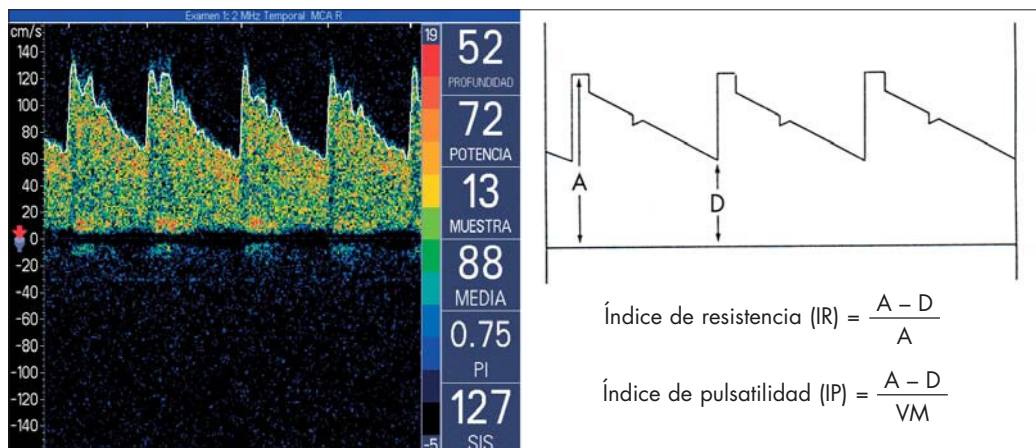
Sonograma de la arteria cerebral media obtenida a través de la ventana transtemporal. A: velocidad sistólica; D: velocidad diastólica; Vm: velocidad media.
